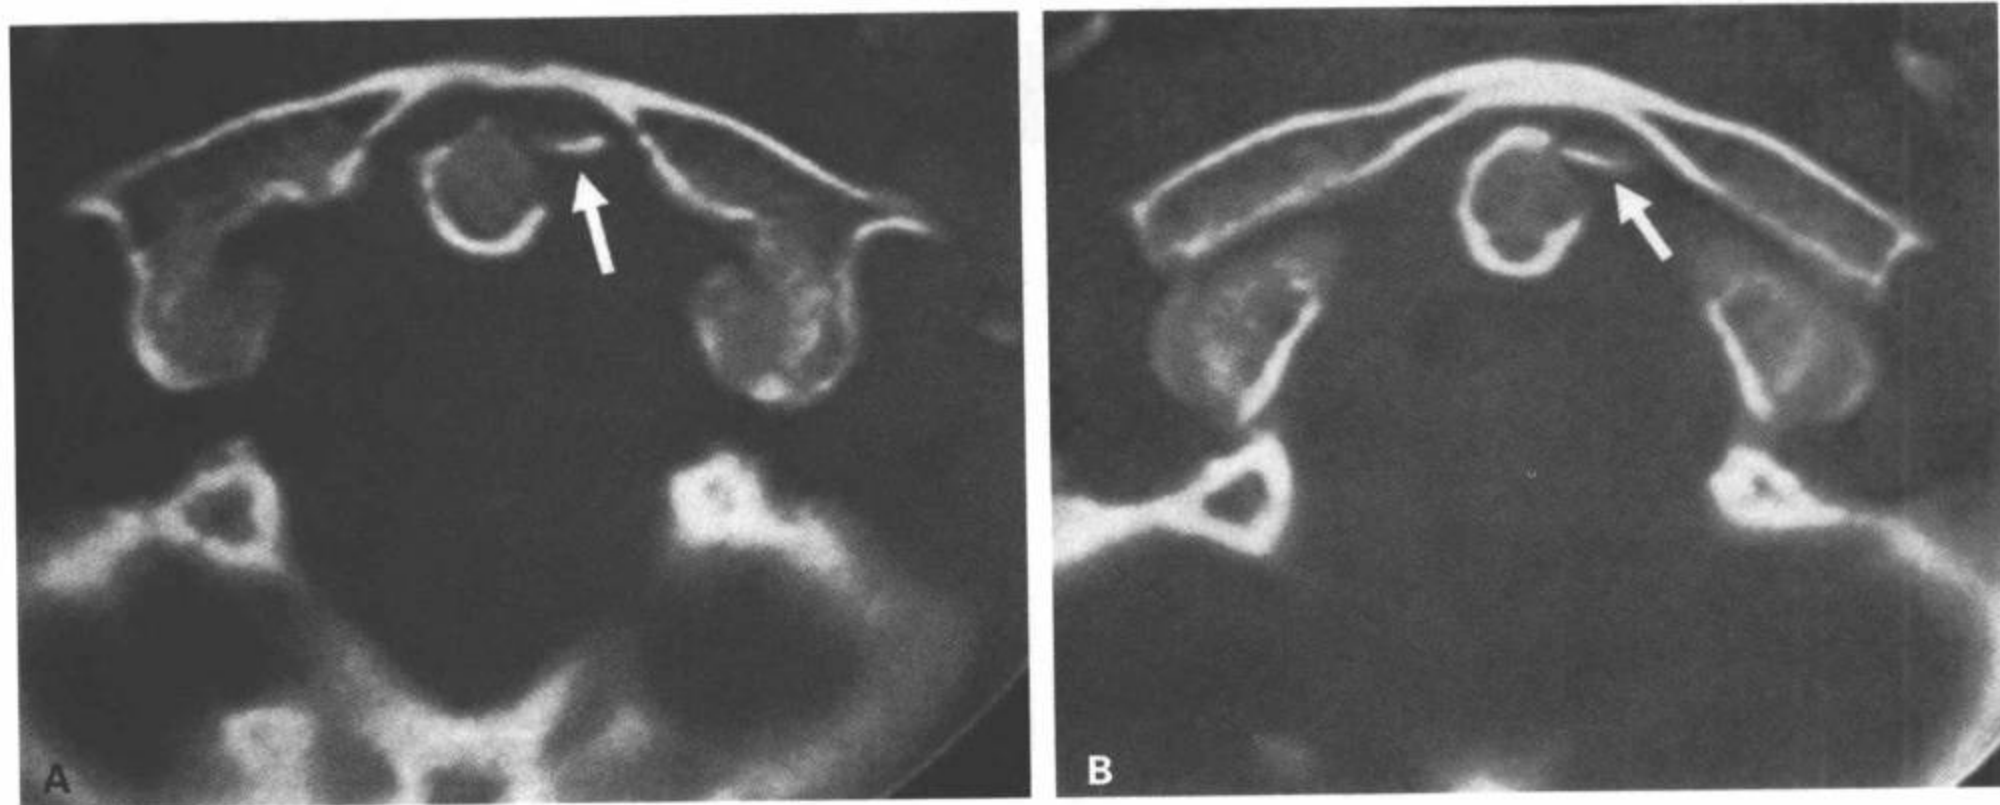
I型齿突骨折。A,B: CT横断面图像。两幅横断面图像上显示从齿突上侧面撕脱的一个小骨碎片(白箭)。
